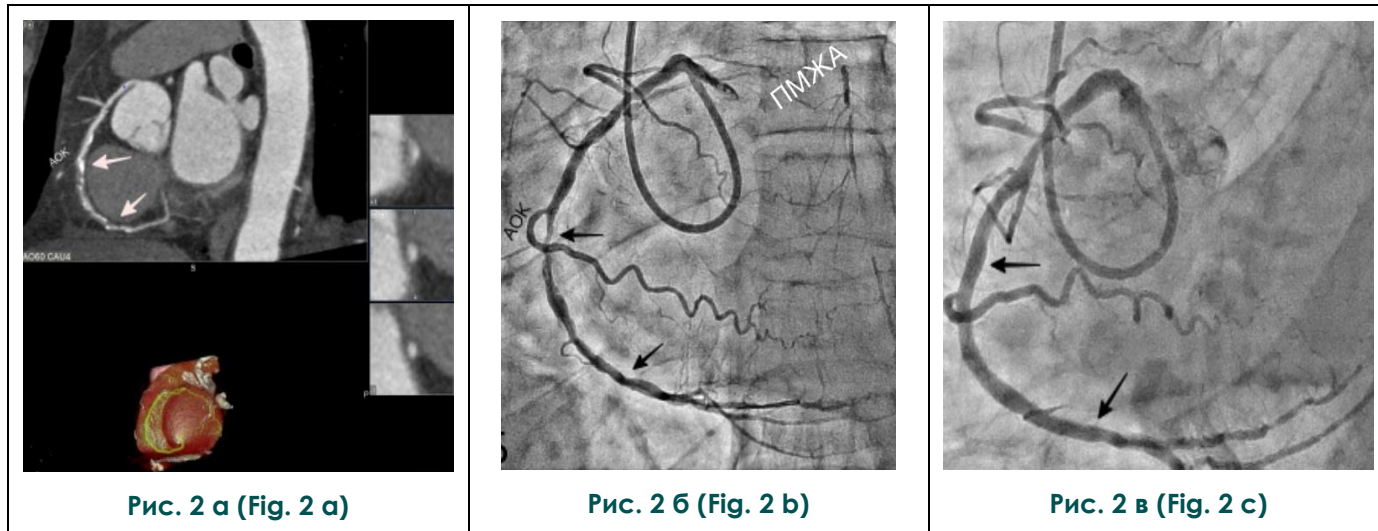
МСКТ-коронарография и инвазивная коронарография anomalно отходящей правой коронарной артерии.
